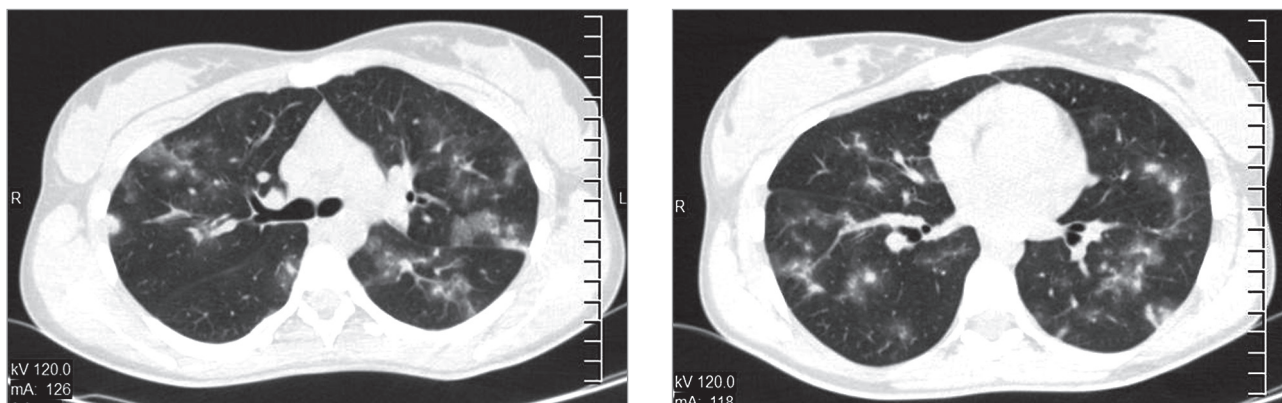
Острый гиперчувствительный пневмонит как результат контакта с сеном. Компьютерная томография
